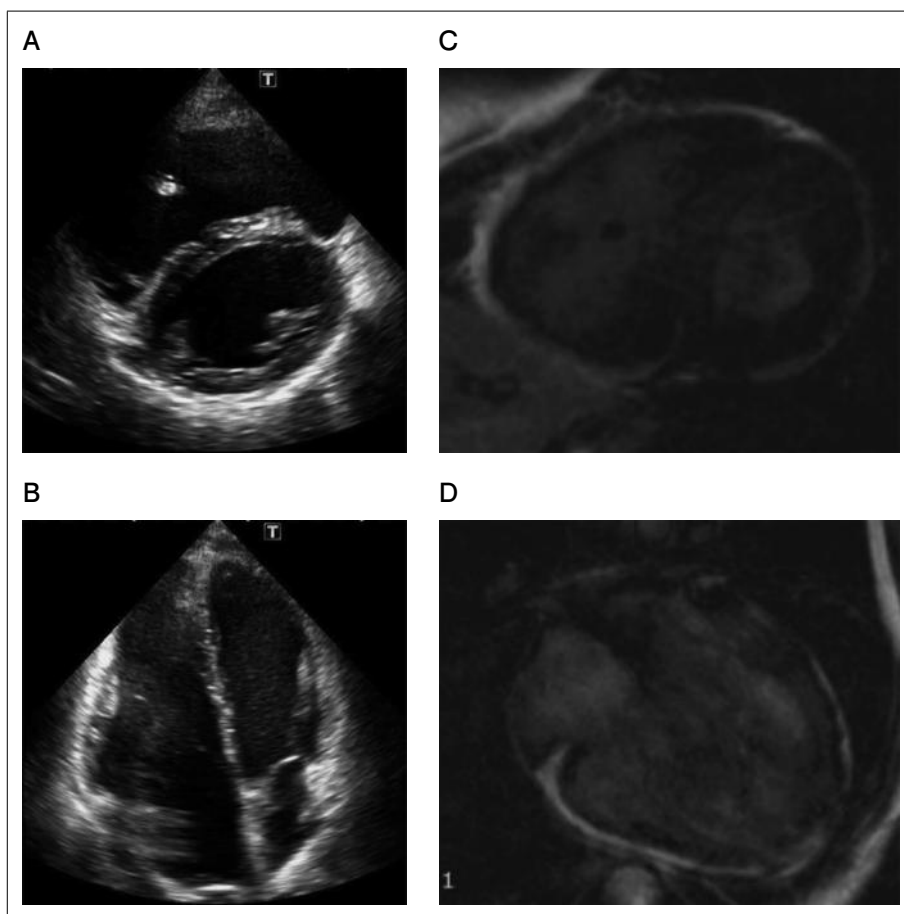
当院初診時の心エコー短軸像(A), 当院初診時の心エコー心尖部四腔像(B), 診断時の心臓造影MRI短軸像(C), 診断時の心臓造影MRI長軸像(D)
